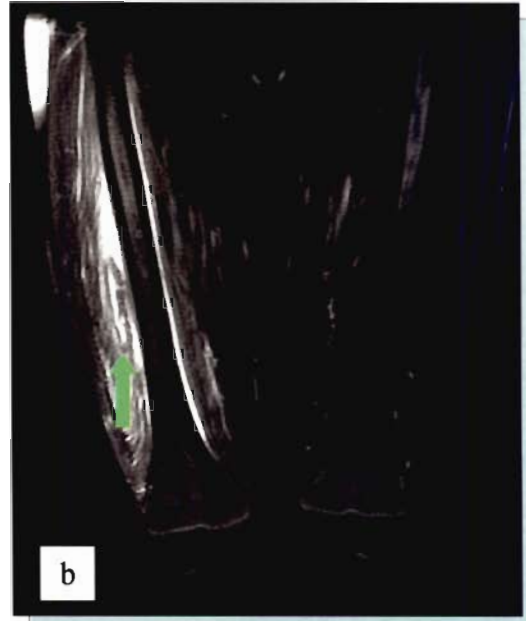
(cas 9) : IRM avec coupes frontales T1 (a) et T2 fatsat (b), axiale T1 gado fatsat (c) et sagittale T2 fatsat(d).
